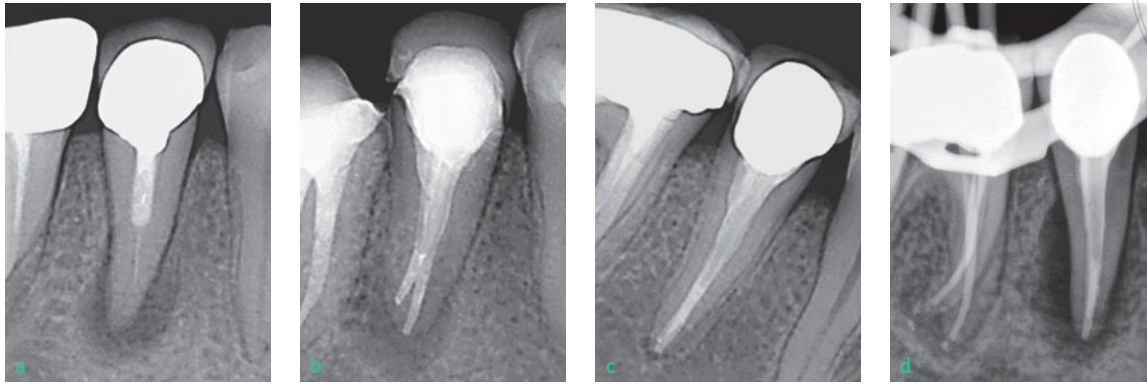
bis d Röntgenausgangsaufnahme von Zahn 45 mit periapikaler Aufhellung bei unvollständiger Wurzelkanalfüllung (a). Nach Abschluss der Revisionsbehandlung konnten beide Wurzelkanäle vollständig präpariert und thermoplastisch gefüllt werden (b). Drei Jahre nach Abschluss der Wurzelkanalbehandlung und neuer Kronenversorgung ist ein gleichmäßig verfolgbarer Desmodontalspalt zu erkennen (c). Fünf Jahre nach der Revisionsbehandlung wird erneut eine periapikale Aufhellung diagnostiziert (d).
